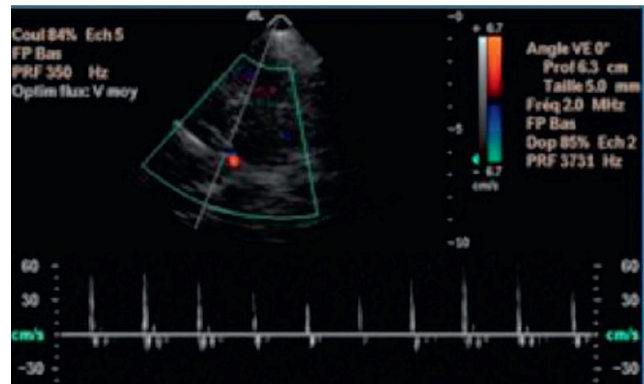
Arrêt circulatoire cérébral : Doppler transcârien.
